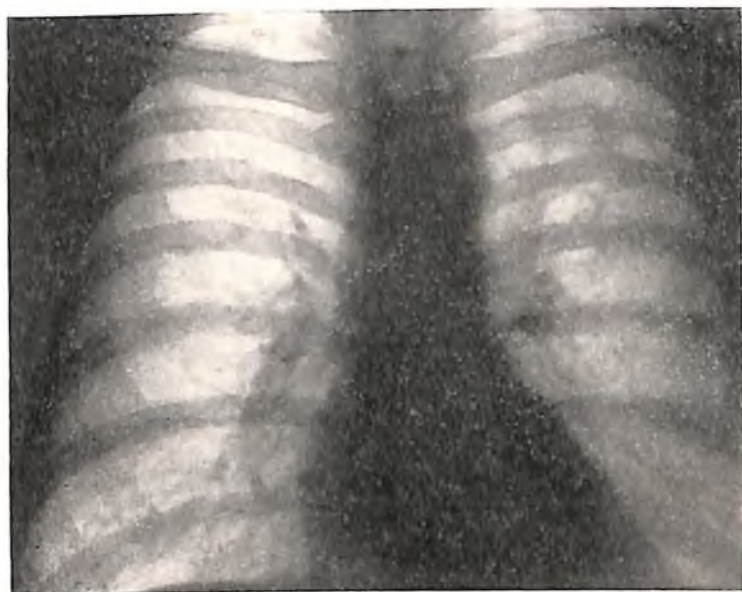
Обзорная рентгенограмма грудной клетки больной Г. Видна крупная казеома с распадом в верхней доле левого легкого (наблюдение А. В. Александровой).
